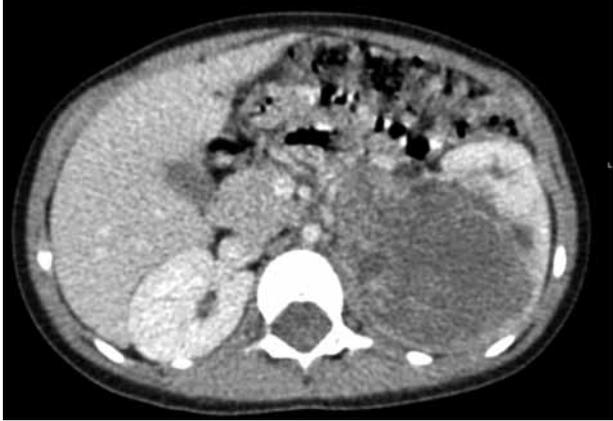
Paciente 1°. TAC pre y postquimioterapia.
